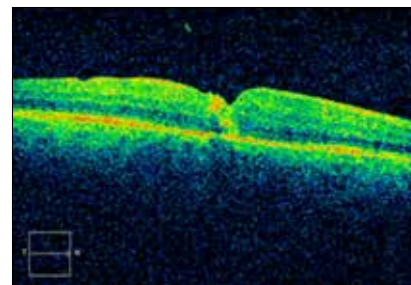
Оптическая когерентная томограмма пациента Д. через 5 дней после операции
